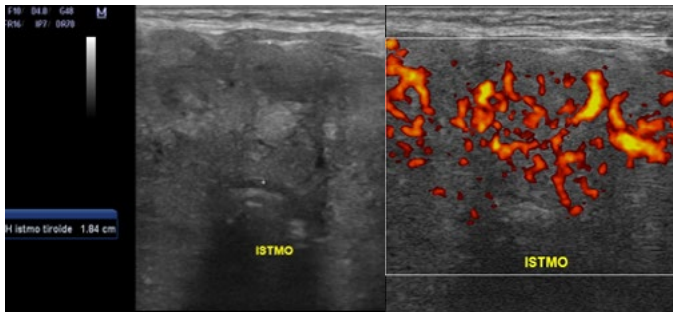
Muestra importante aumento glandular (Bocio) observado a nivel del ístmo, el cual luce heterogéneo con aumento del patrón vascular al doppler de potencia.
